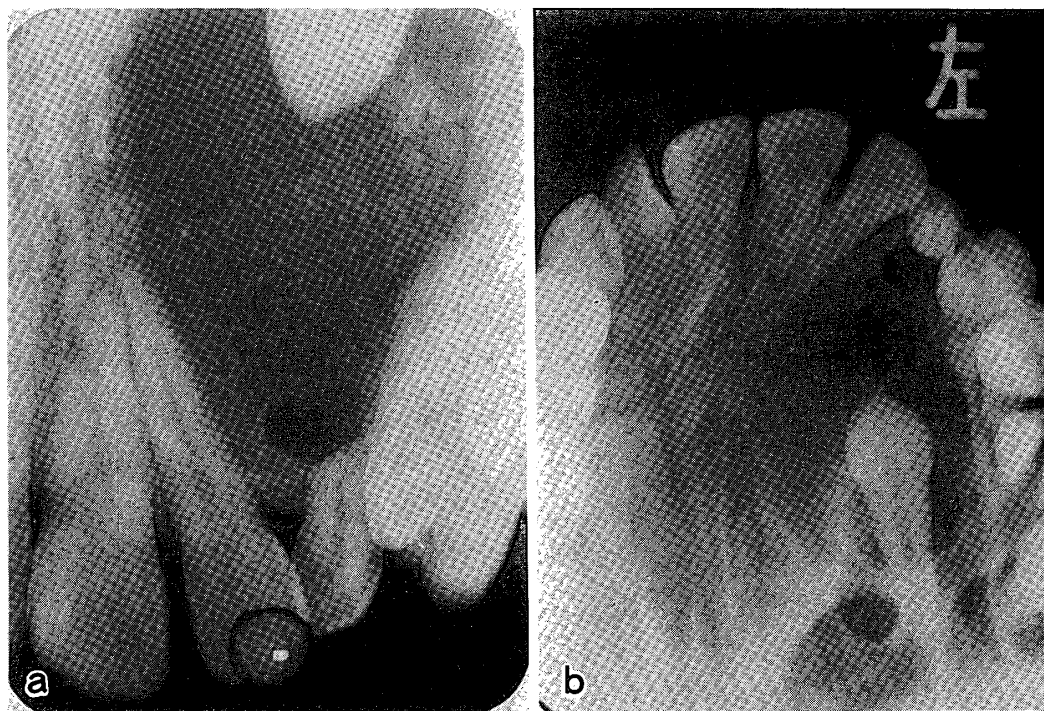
腺エナメル上皮腫の1例(a:歯科用X線像, b:咬合用X線像:散在性の石灰化像は図5に比較して少いが,歯根の $\frac{2}{3}$ を病変内に含んでいることが明瞭に判断できる。)
